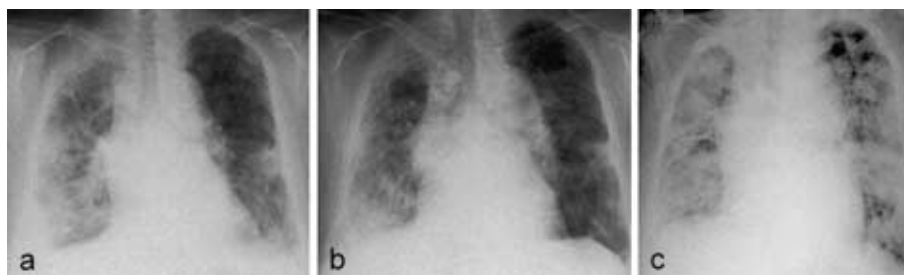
(a): Chest radiograph on Jan 20, 2003 (the day before the initial gefitinib treatment) showing consolidation, nodules and reticulo-linear shadows bilaterally. (b): Chest radiograph on Feb. 7 showing no clear increase of interstitial shadow. Consolidation was a little improved. (c): Chest radiograph on March 24 (8 hours before death) showing consolidation and ground-glass opacity throughout the lung fields.
